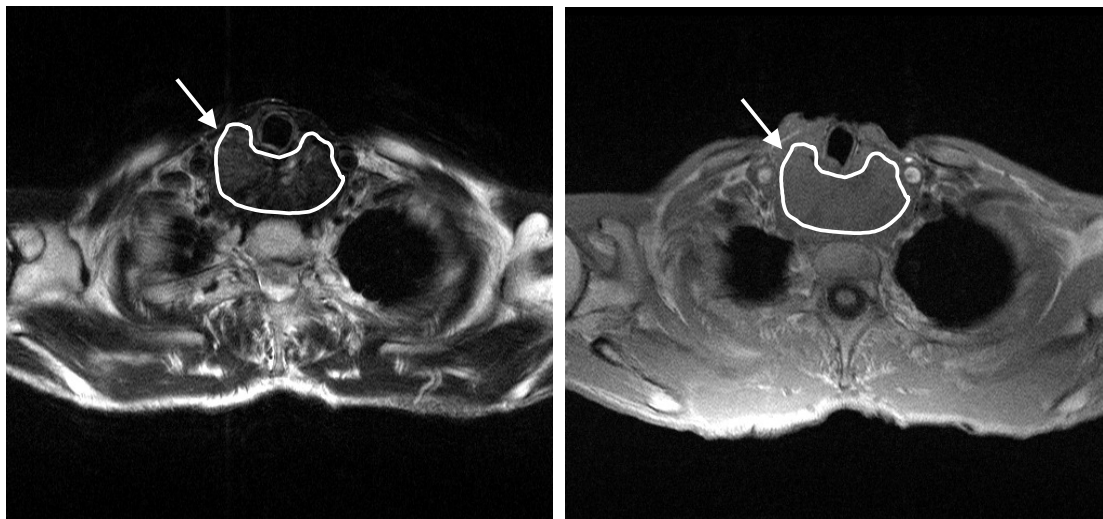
MRT Bilder im axialen Schnitt auf Höhe der Apex pulmonis. Tumor im retrotrachealen Raum mit Ausdehnung vom Hypopharynx bis ins mittlere Mediastinum. Links: T₂ gewichtete Sequenz vor Kontrastmittel-Gabe. Rechts: T₁ gewichtete Sequenz nach Kontrastmittel-Applikation (Gadolinium-DTPA). Pfeile: markiertes Tumorareal in dem mittels dMRT gemessen wurde.
